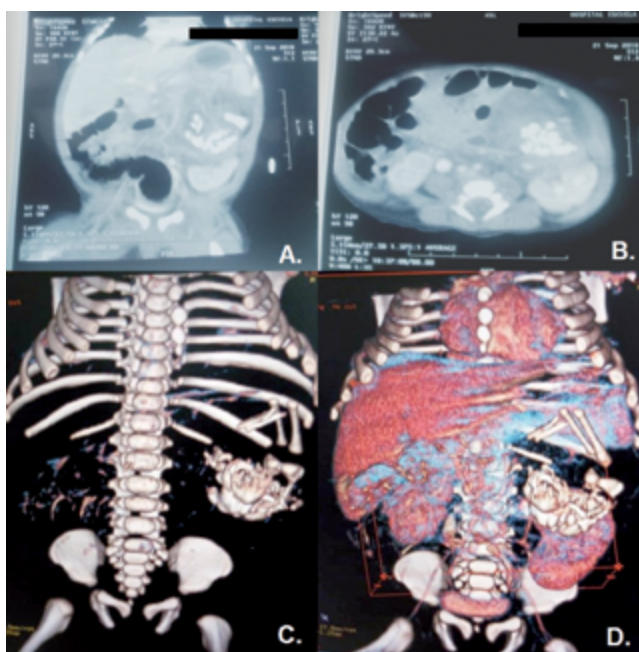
A. TAC abdominal de corte vertical en la cual se observa una masa hiperdensa de bordes irregulares desplazando el riñón izquierdo en sentido caudal. B. TAC abdominal de corte Horizontal a nivel de vertebral L4 en la que se aprecia masa hiperdensa de alrededor de 5cm de diámetro. C. TAC con reconstrucción 3D se percibe a nivel vertebral T11 a L4 masa ósea irregular en la parte izquierda del abdomen con silueta de cavidad irregular en lado derecho. D. TAC con reconstrucción 3D en la que destaca la cavidad irregular apreciando el límite superior el hígado y su límite inferior el riñón izquierdo con la masa ósea dentro de sus límites.
